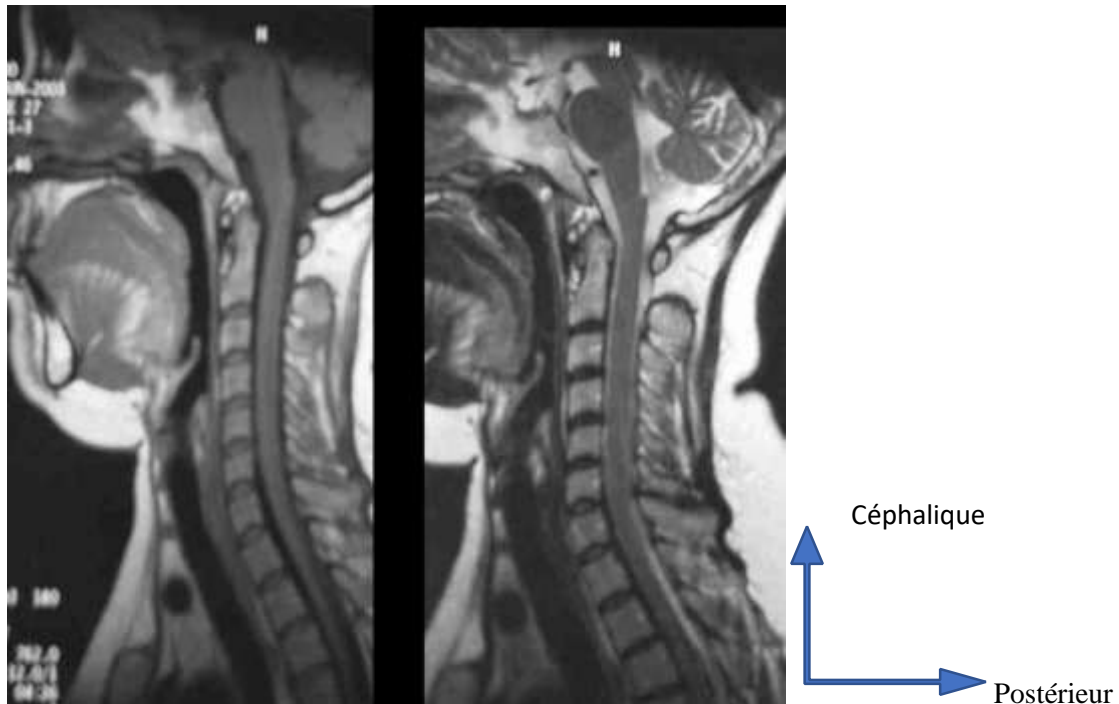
IRM du rachis cervical au cours de la PR
